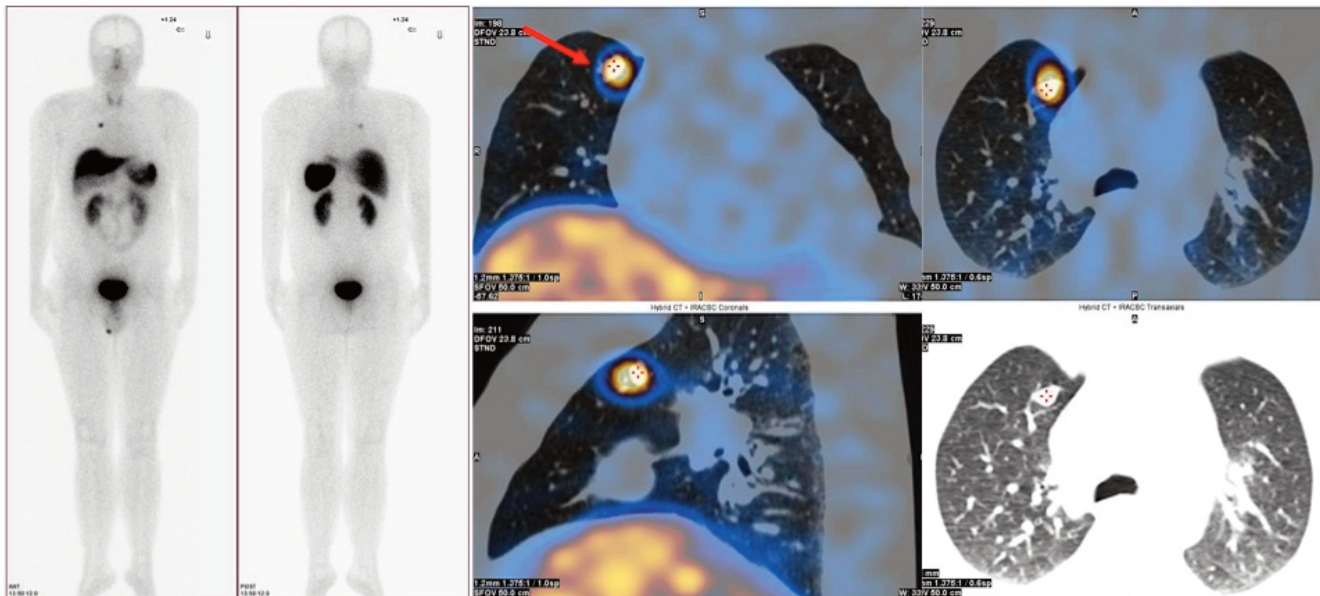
НЭО легкого (соматостатин-рецепторная скинтиграфия и ОФЭКТ/КТ с ^{99m}Tc-тектротидом)
